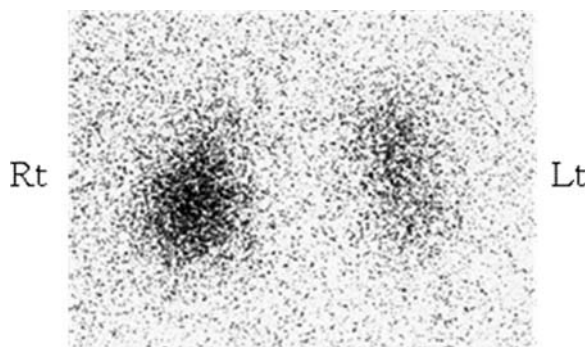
^{131}I -adosterol scintigraphy: Bilateral uptake was revealed and uptake in the right gland was stronger.
